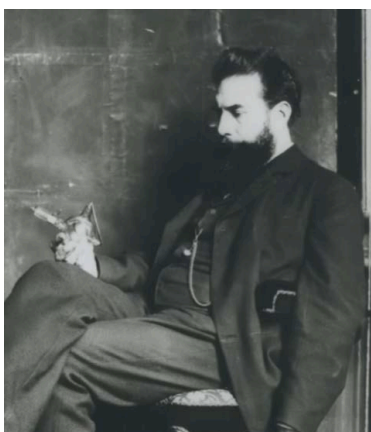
Fotografía de Wilhelm C. Röntgen (Sánchez Ron JM, 1998).
